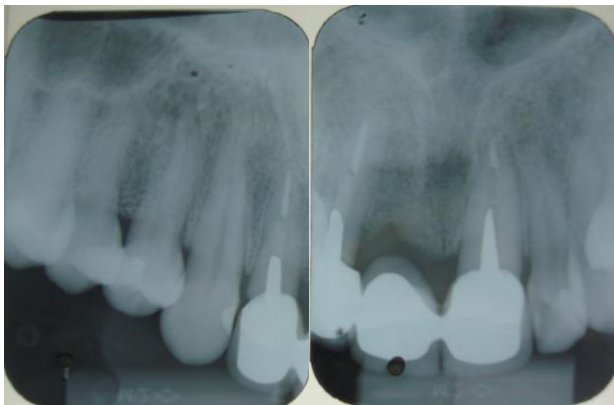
Radiografias iniciais.
